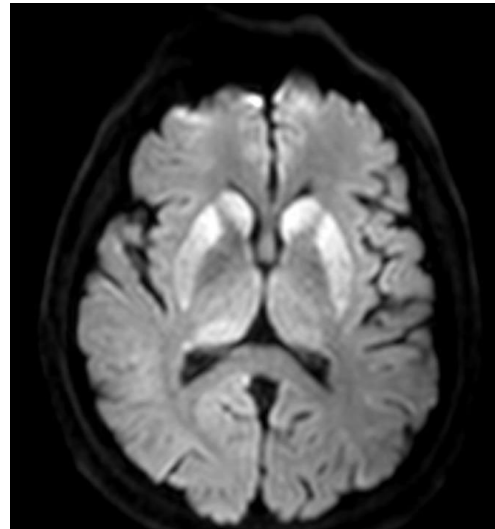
Hyperintense Basalganglien bei sCJD in der DWI-Wichtung des MRT (gemeinsame Abbildung der Prionforschung Göttingen)
